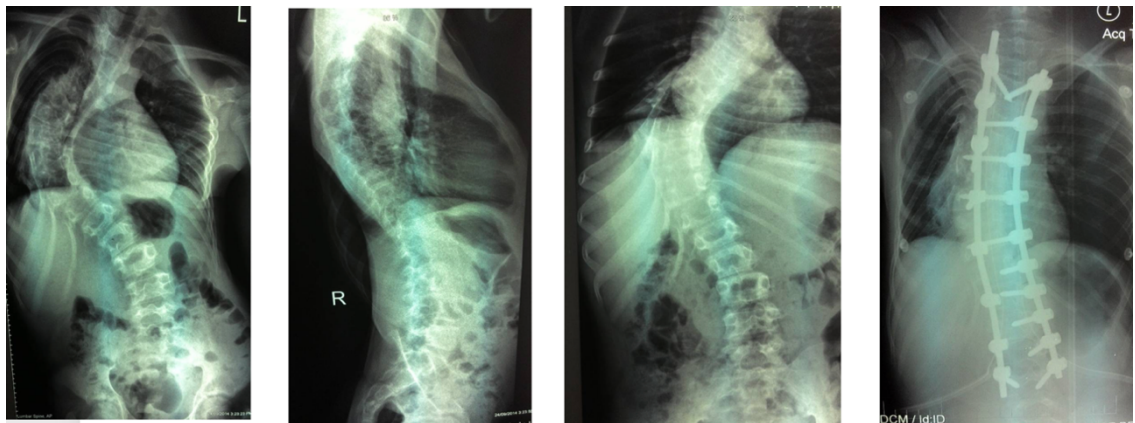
Фотовідбитки рентгенограм пацієнта К. (12 років)
